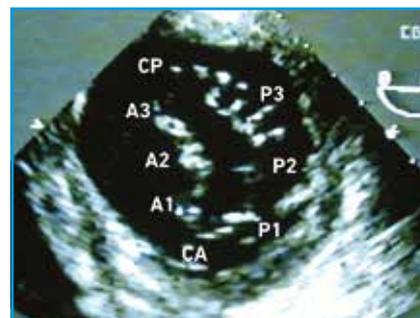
Vue échographique ETO transgastrique.
